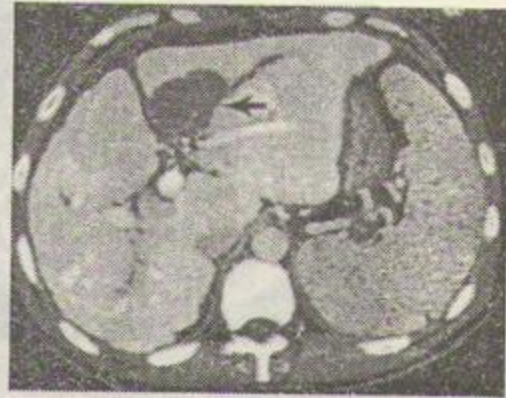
Examen CT al ficatului, efectuat în perfuzie cu substanță de contrast organo-iodată. Săgeata indică "defectul de opacifiere" produs de prezența unui adenocarcinom.
